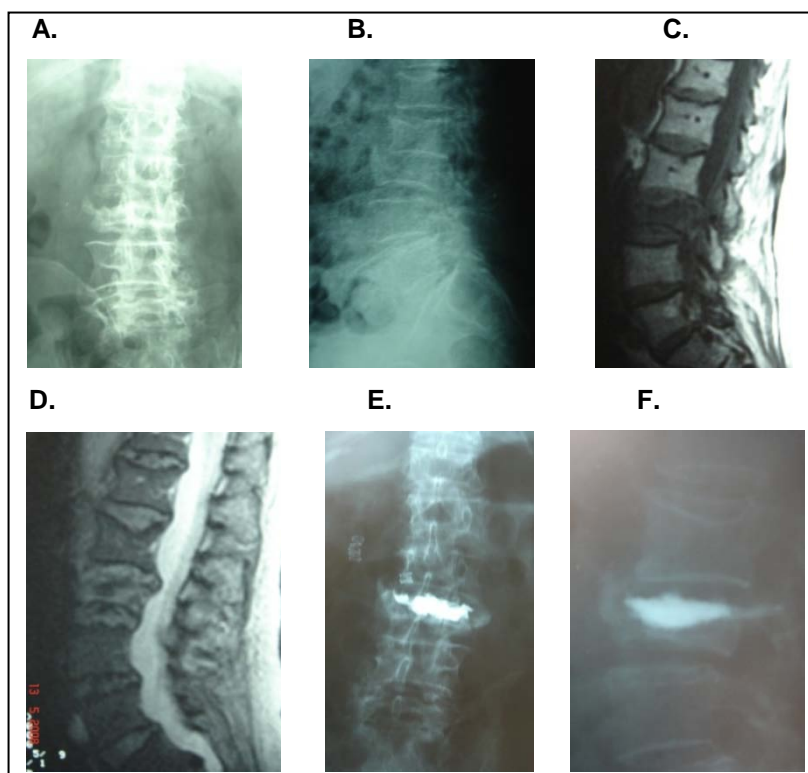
AyB: RX de mujer de 73 años con FVO de L3 tratada de manera conservadora durante 4 meses. Tras persistencia de un dolor intolerable (EAV: 9) se realiza RMN y tras comprobar la persistencia de edema (Hiposeñal en T1 (C) e hiperseñal en T2 (D)) se decide realizar CP. La paciente pasa a EAV de 0 en 24 horas sin necesitar analgésicos durante el seguimiento. En este caso no se consigue el reestablecimiento de altura y sí un buen resultado.
